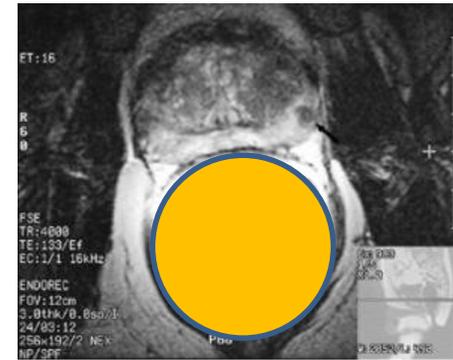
Endorectal coil axial T1-weighted image with hypointense tumor nodule (arrow) in left peripheral zone.
